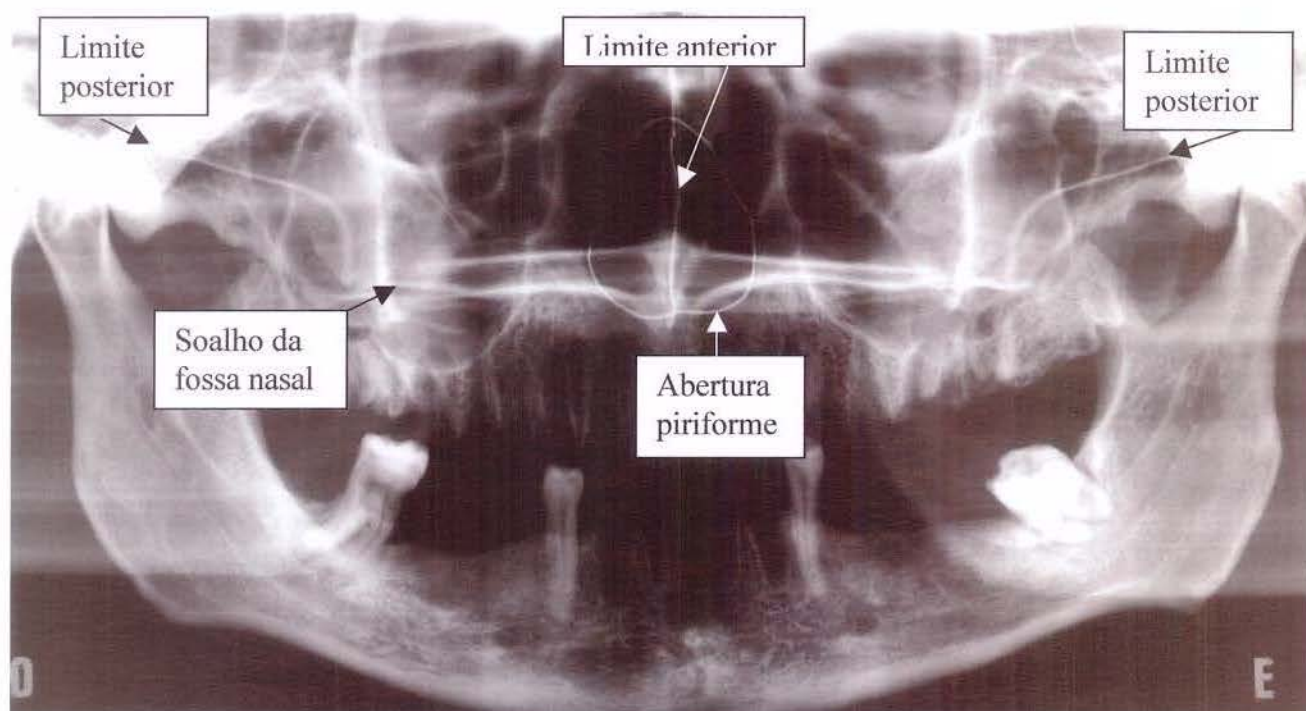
Imagem da radiografia panorâmica delimitando a região da cavidade nasal com fio de cobre.
